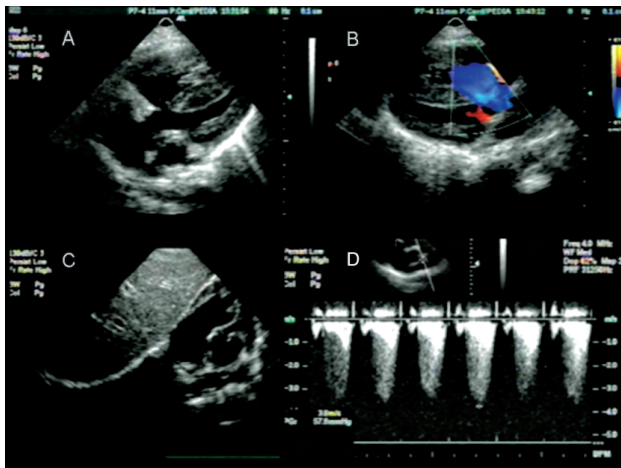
Tetralogia de Fallot. A: corte subcostal quatro câmaras, demonstrando comunicação interventricular subaórtica, cavalgamento da aorta no septo ventricular em cerca de 50% e hipertrofia do ventrículo direito. B: corte paraesternal longitudinal com mapeamento de fluxo em cores demonstrando fluxo direcionado do ventrículo direito para a aorta. C: corte subcostal transversal mostrando estreitamento do infundíbulo pulmonar, espessamento valvar e discreta redução do calibre do tronco pulmonar. D: curva de Doppler pulsátil através da via de saída do ventrículo direito e valva pulmonar, com velocidade aumentada estimando gradiente sistólico máximo em 57 mmHg.
